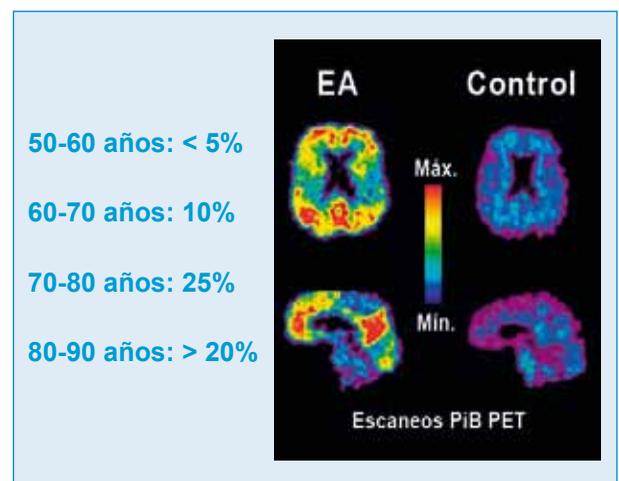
PET amiloide positiva en adultos cognitivamente normales.
